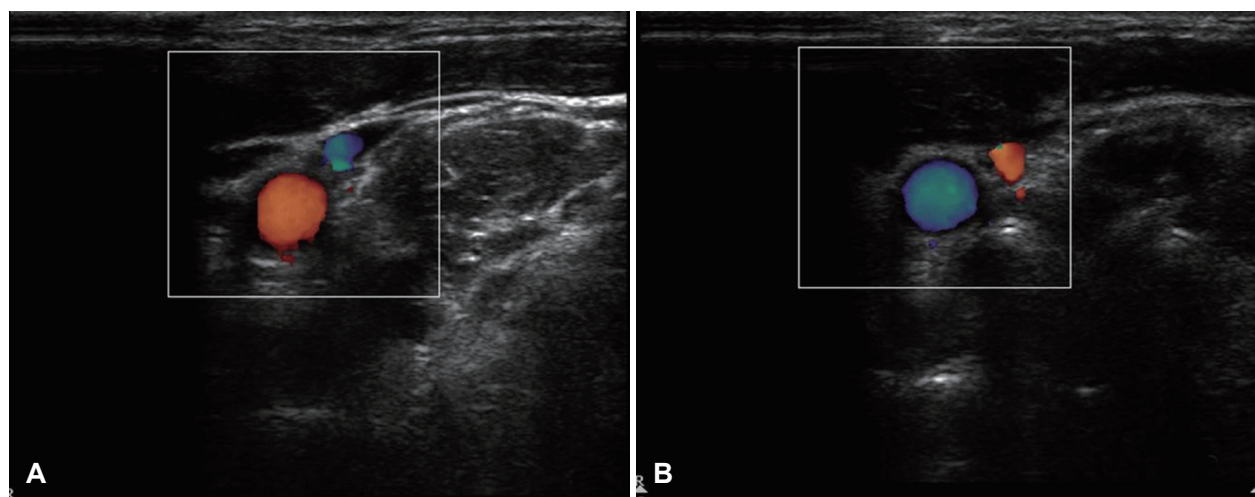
Color Doppler scans of left upper neck. When the probe is heading downward, common carotid artery (CCA) appears red and internal jugular vein (IJV) appears blue (A). When the probe is heading upward, CCA appears blue and IJV appears red (B).
